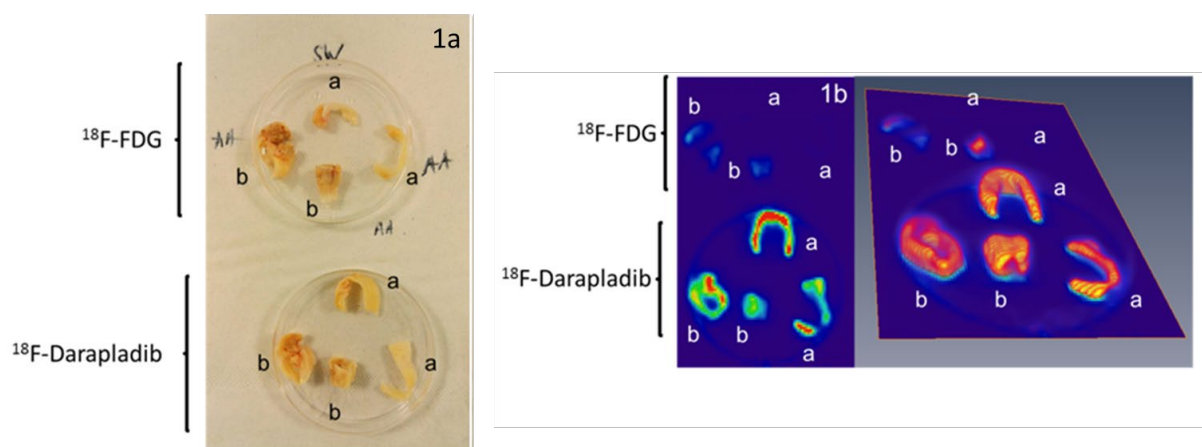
Accumulation *ex vivo* de ^{18}F -Darapladib comparé au ^{18}F -FDG dans des carotides humaines. 1a) clichés macroscopiques ; 1b) images TEP ; a) plaque non compliquée ; b) plaque compliquée.
